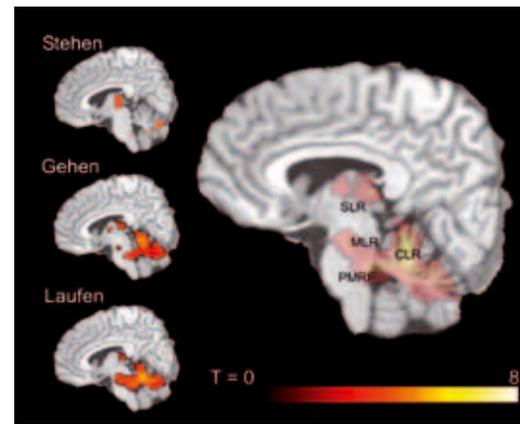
Hirnareale für die Gangsteuerung beim Menschen. Die Abbildung zeigt vertikale Schnittbilder des Hirns mit Magnetresonanztomographie bei einer Gruppe von 26 gesunden Personen, die sich Stehen, Gehen und Laufen im Scanner vorgestellt haben. Links sind die unterschiedlichen Aktivierungen für die Bedingungen zu sehen, rechts ist die Aktivierung für Gehen und Laufen gezeigt. Die Beschriftung zeigt die ungefähre Lage der Lokomotionsregionen an. Abkürzungen: CLR – cerebelläre Lokomotionsregion, MLR – mesencephale Lokomotionsregion, PMRF – ponto-medulläre Formatio reticularis, SLR – subthalamische Lokomotionsregion.
